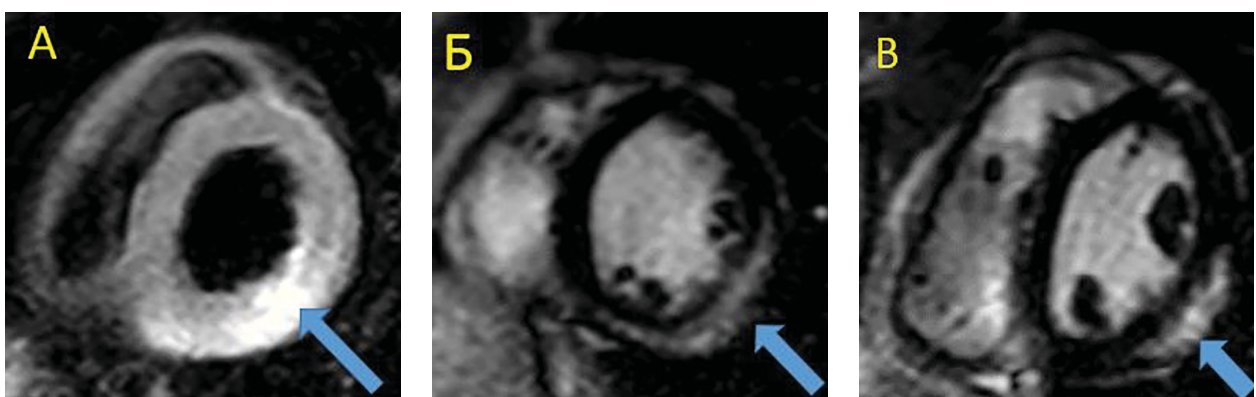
На серии МРТ сердца по нижне-боковой стенке левого желудочка определяется зона отека (рис.4А)
